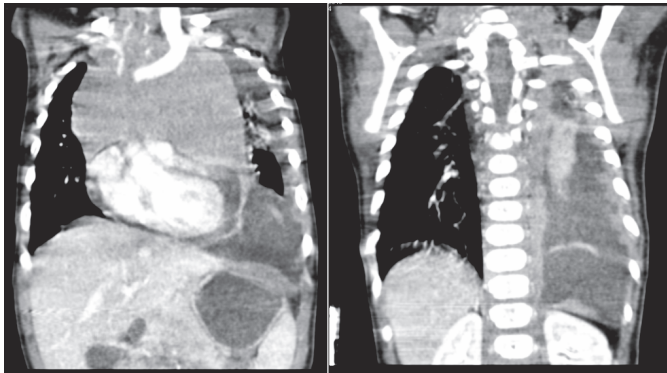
TC coronal al diagnóstico de Linfoma linfoblástico T.
